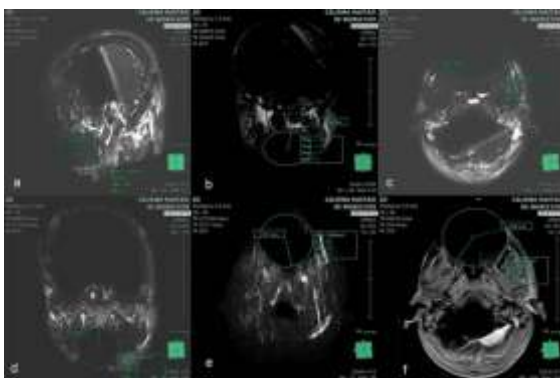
Artifact measurements of steel-ceramic brackets. a, 3D flair sagittal plane; b, T<sub>2</sub> coronal plane; c, T<sub>2</sub> axial plane; d, T<sub>1</sub> coronal plane; e, DWI sense axial plane; f, T<sub>1</sub> axial plane
